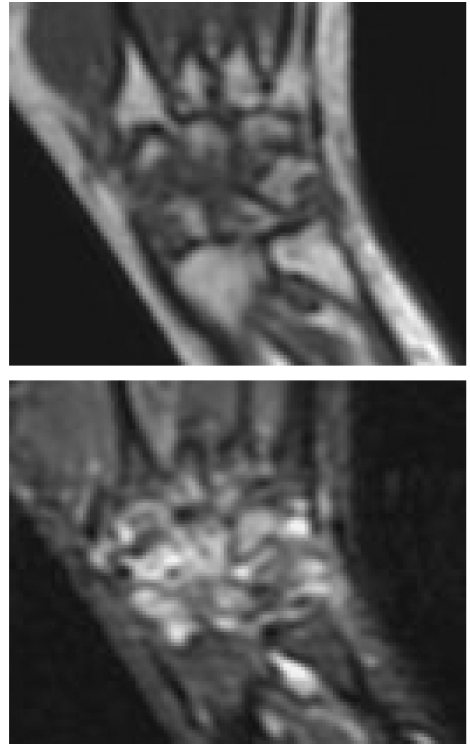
Assessment of bone marrow edema in the wrist bones by MR imaging. There is a joint space narrowing in the radiocarpal compartment of the wrist joint and extensive bone marrow edema is seen in the scaphid, lunate, and radius on T1-weighted (a) and STIR (b) coronal images of the right hand in a rheumatoid patient.
